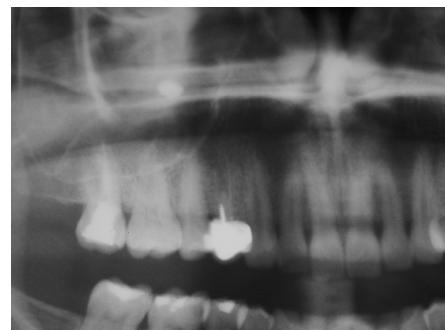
Ortopantomografía que muestra imagen radiopaca en maxilar superior derecho.
